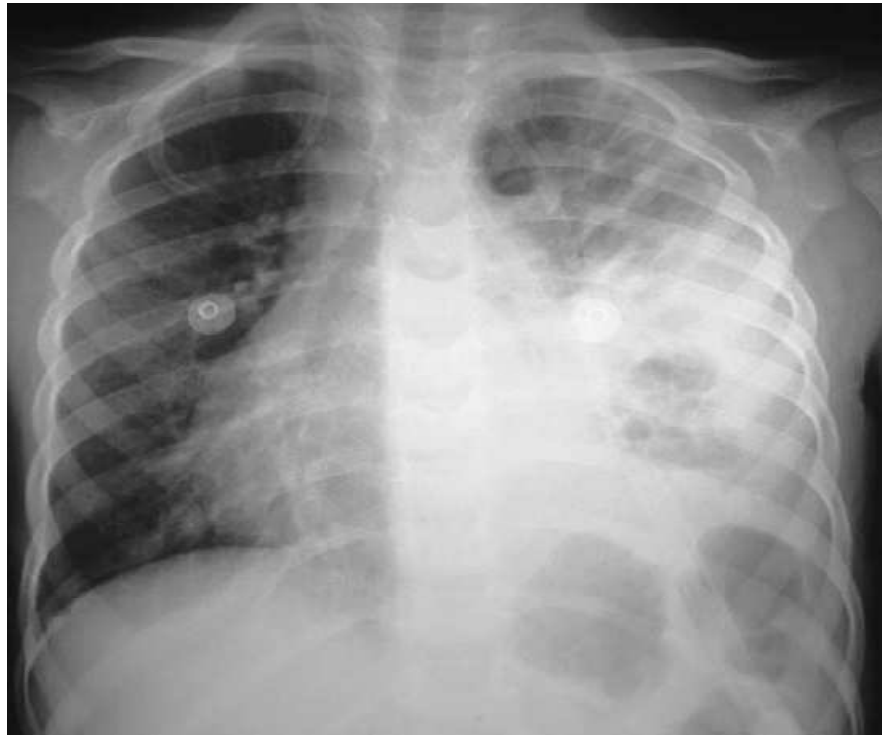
Radiographie du thorax à j6 : cavité aérique au sein d'une densification du lobe inférieur gauche.
